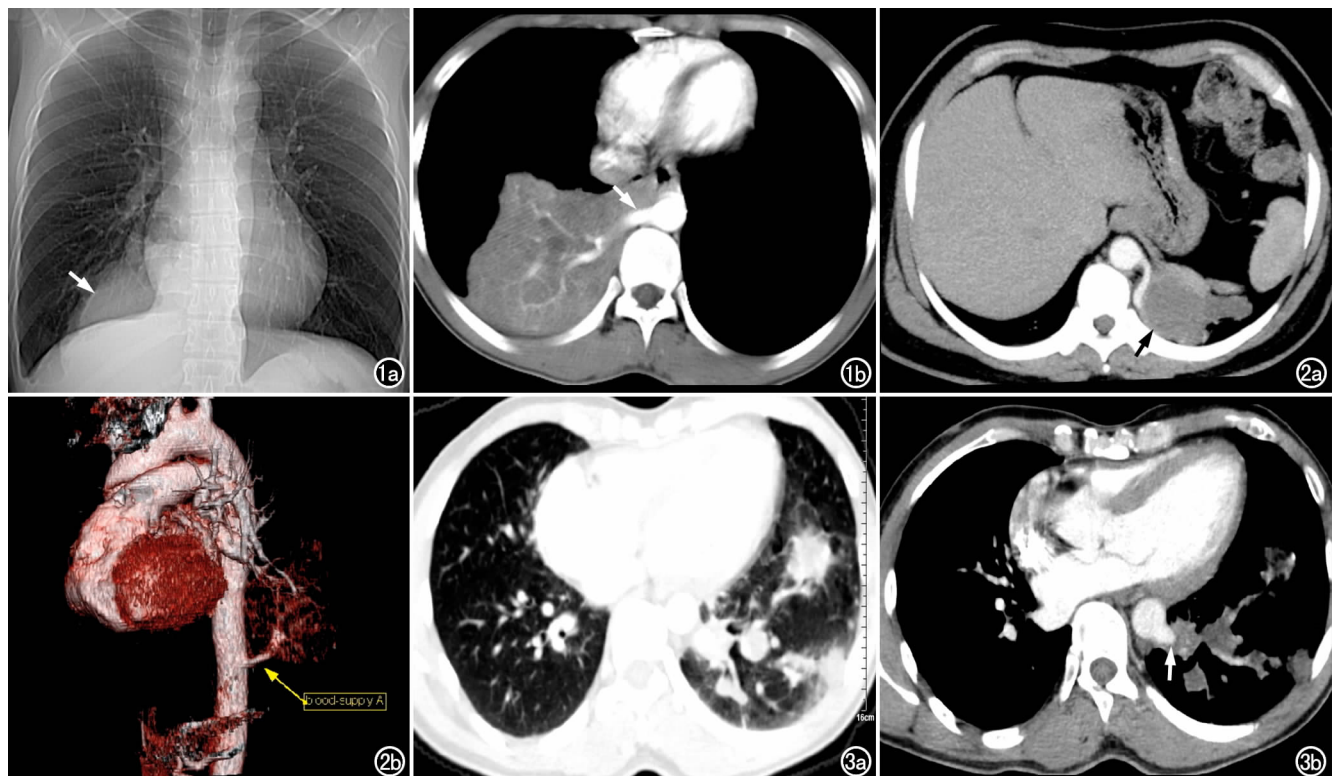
右下肺隔离症。a) X 线平片示右下肺实质性肿块(箭); b) CT 增强扫描示右下肺实质性病灶,供血动脉(箭)发自主动脉,血管分支达肿块边缘。图 2 左下肺肺隔离症。a) CT 增强扫描示左下肺脊柱旁肿块灶(箭),供血动脉发自胸主动脉降段; b) VR 图像示左下肺病灶供血动脉(箭)为胸主动脉降段,引流静脉为左下肺静脉。图 3 左下肺肺隔离症。a) 肺窗图像,示左下肺多发团片状病灶; b) 纵隔窗图像,示左下肺团片状病灶,供血动脉(箭)呈“犄角样”指向病变区。
